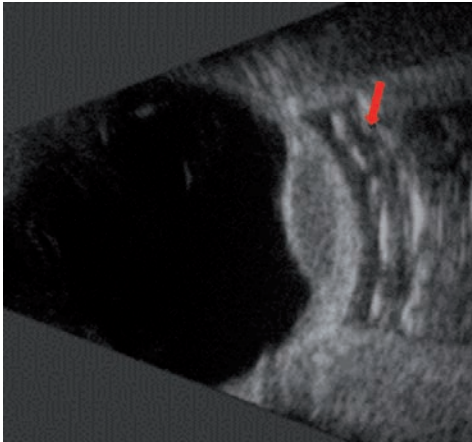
Ecografía en modo B que muestra una placa de ¹²⁵I (flecha roja) correctamente colocada en relación a la base tumoral.
